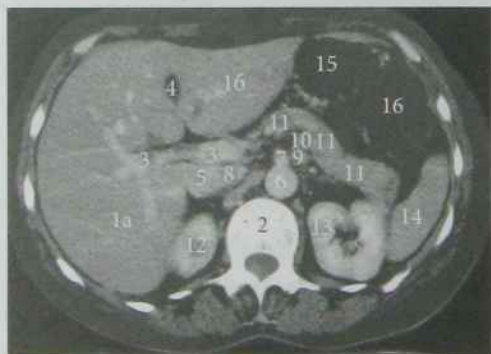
КТ черевної порожнини на рівні Th<sub>XI</sub>
